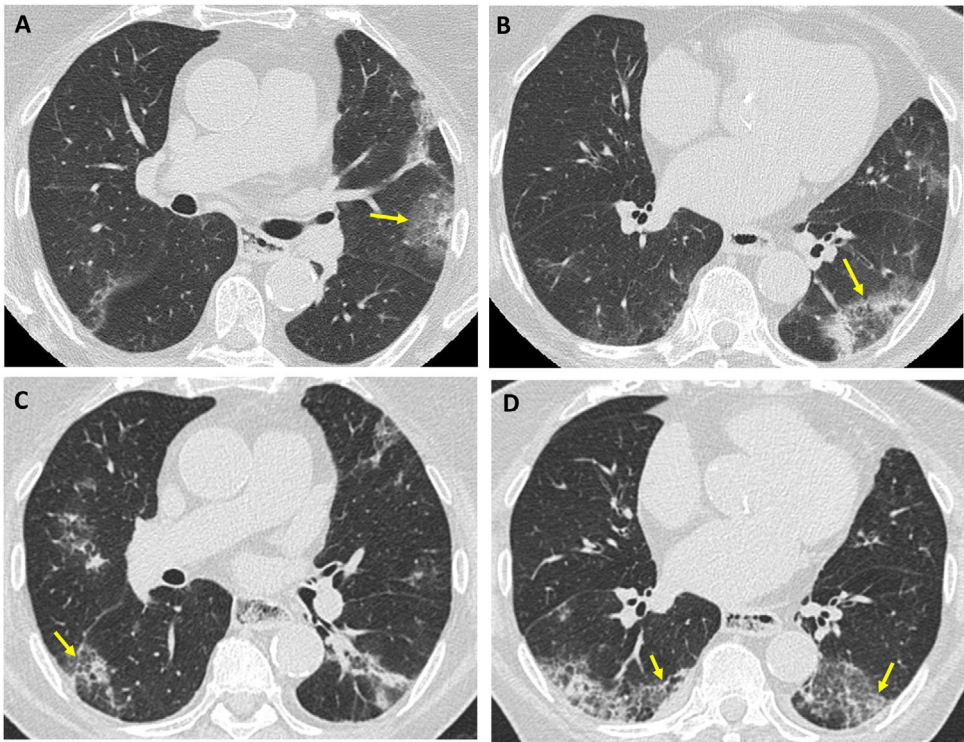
Mujer de 62 años con enfermedad mixta del tejido conectivo y patrón combinado NO-NINE. Imágenes axiales de TC (A y B): consolidaciones periféricas bilaterales; signo del halo en el lóbulo superior izquierdo (flecha en A) y signo del halo invertido en el lóbulo inferior izquierdo (flecha en B). TC de seguimiento (C y D): predominan las opacidades en vidrio deslustrado en ambos lóbulos inferiores, que se asocian a reticulación y bronquiolectasias (flechas en C y D).
